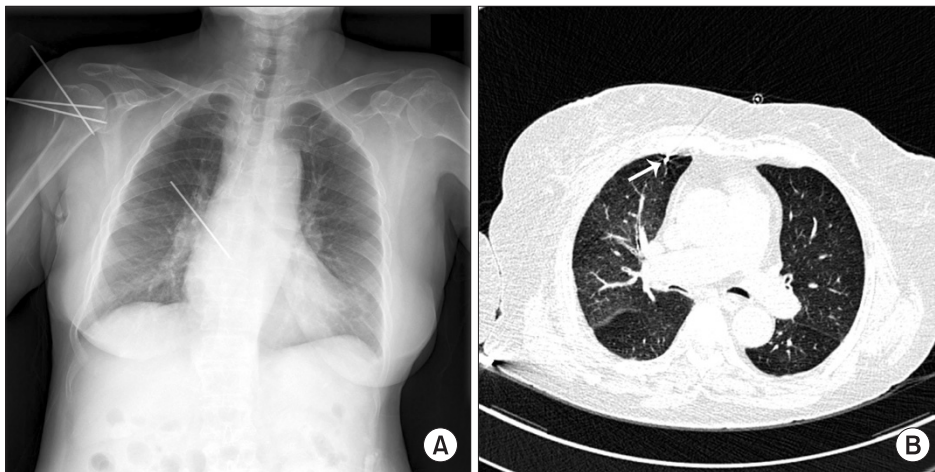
(A) Chest radiograph shows K-wire at the thoracic cavity. (B) Chest computed tomography shows mild pneumothorax at right lung. White long arrow indicates the inferior tip of K-wire at anterior mediastinum penetrating anterior chest wall.
